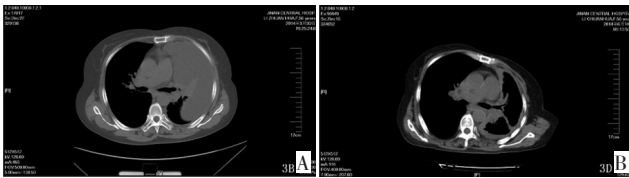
A.患者术前诊断左肺癌并胸膜转移、恶性胸腔积液, CT 见左侧胸腔大量积液并左肺不张; B.患者胸腔镜碘酊胸膜固定术后 2 月, 胸部 CT 所见左肺复张良好, 胸膜增厚
